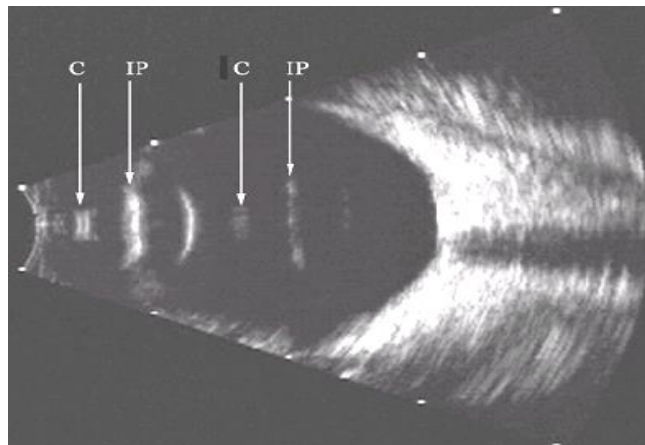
Penggaungan suara pada USG.
